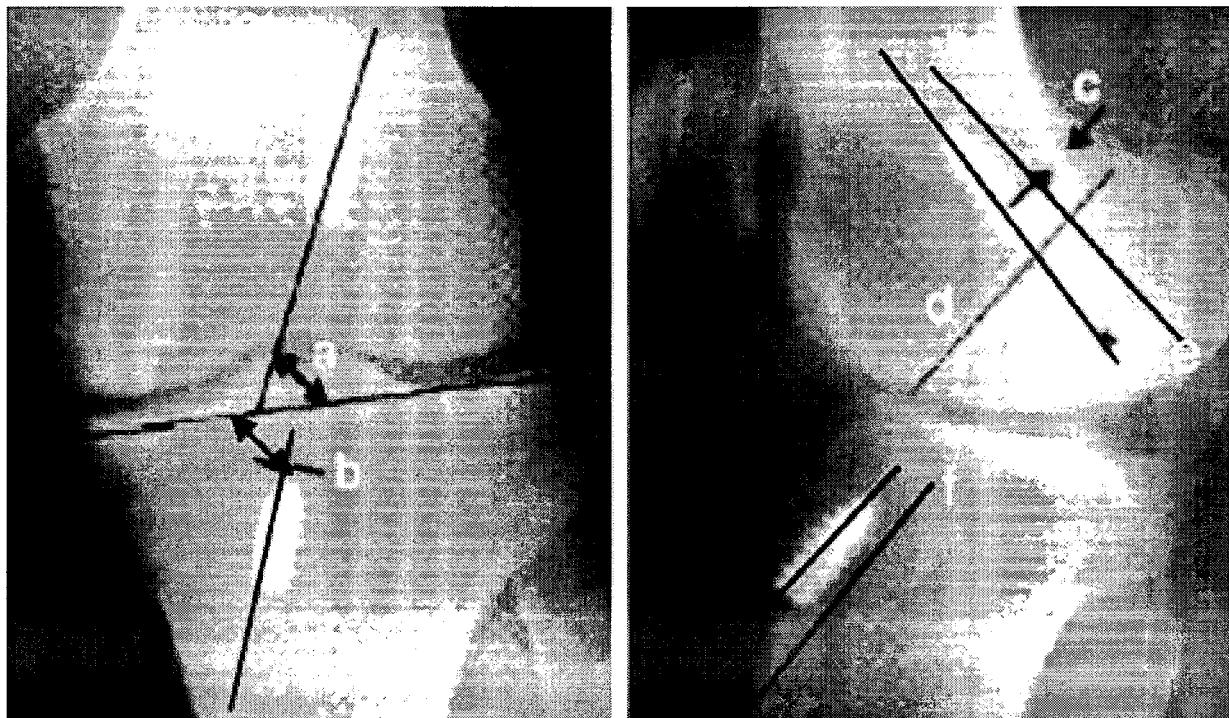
The plain radiography shows measurements of ACL reconstruction. (a) femoral graft angle, (b) tibia graft angle, (c) distance of femoral graft from the over the top, (d) Blumensatt line, (e) femoral divergence angle, f: tibial divergence angle.
